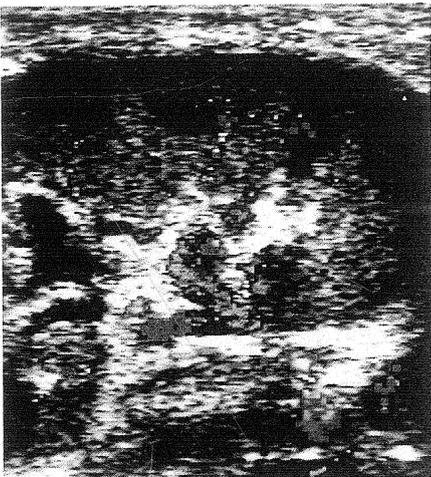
Farbkodierte Doppler-Sonographie eines gut funktionierenden Nierentransplantats: intraparenchymatöse Gefäße im gesamten Nierenbereich bis zu den Aa. arcuatae kommen farbig zur Darstellung.
